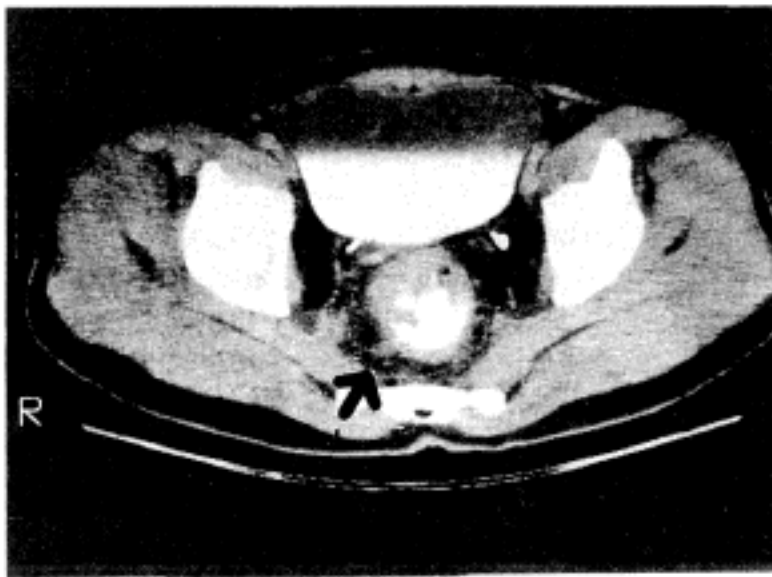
CT scan shows tumor mass invading perirectal fat with enlarged lymph node(Arrow).
